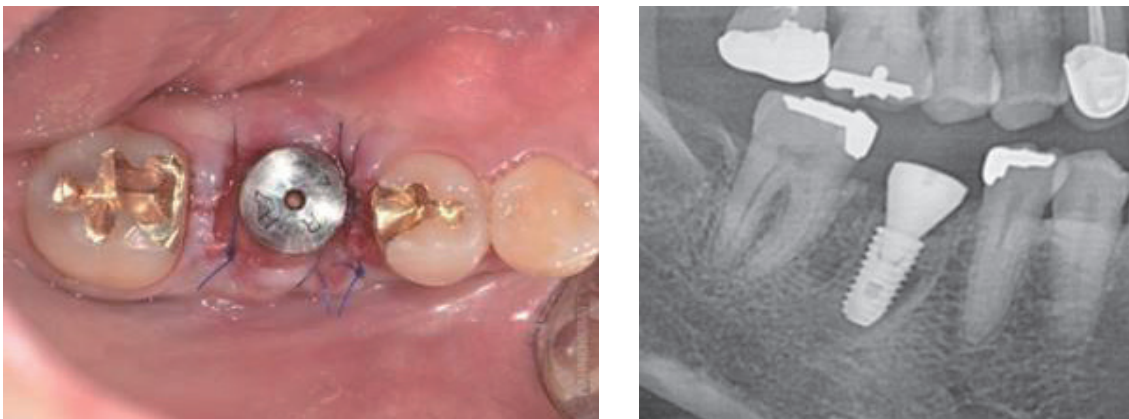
임플란트에 치유지대주를 연결하고 골이식술 후 봉합한 구내 및 방사선 사진
